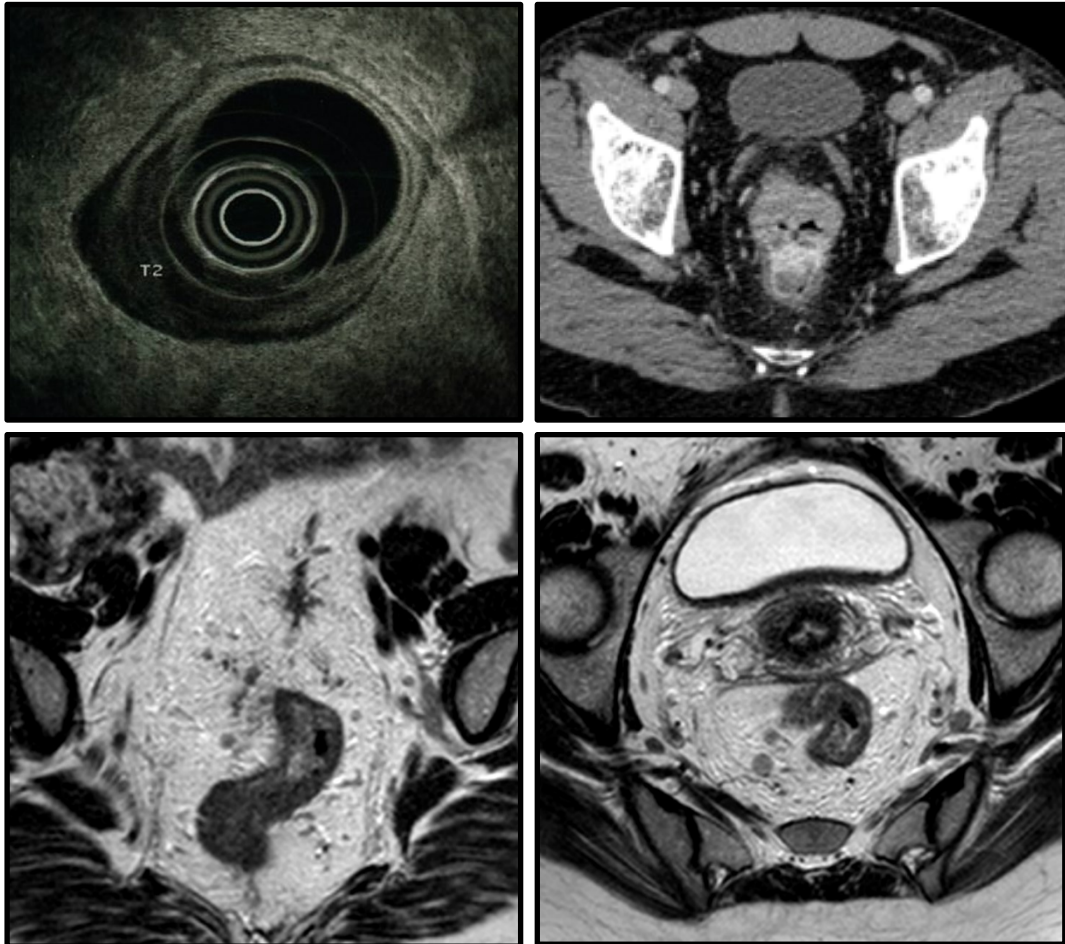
Imágenes de cáncer de recto obtenidas mediante TC, RMN y EER.
